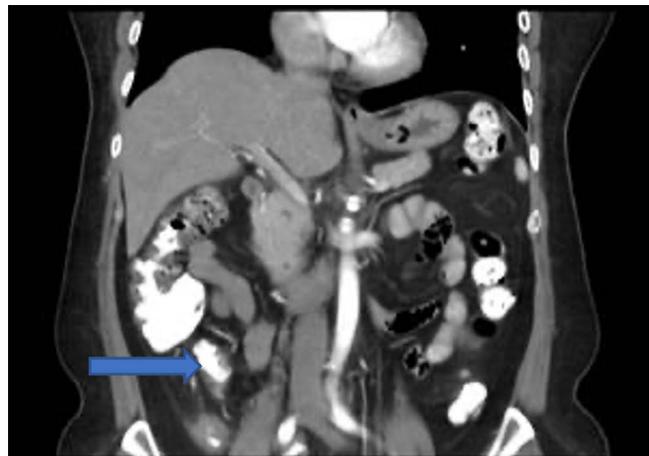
Tomografía axial computarizada contrastada, corte transversal. Marcada dilatación quística del apéndice cecal con calcificaciones lineales y nodulares en la pared y en su interior, alcanzando un diámetro máximo sagital de 6 cm y diámetro transversal de 2.4 cm, sin presencia de edema de la grasa adyacente.
